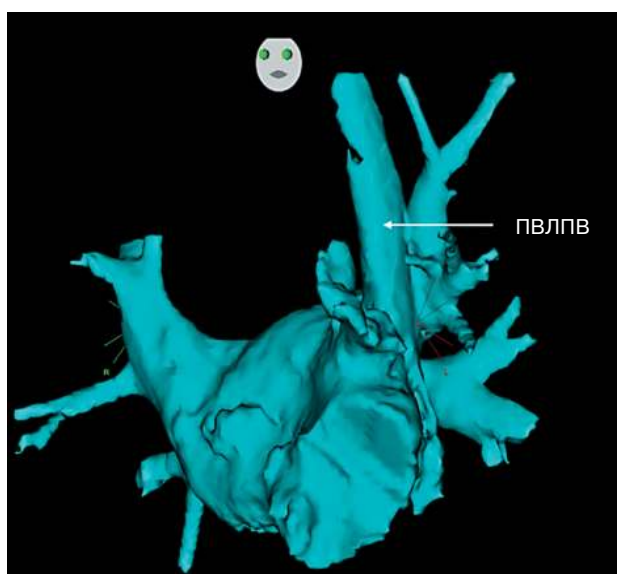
Изображение 3D-модели левого предсердия и ПВЛПВ по данным МСКТ с помощью модуля CartoMerge
